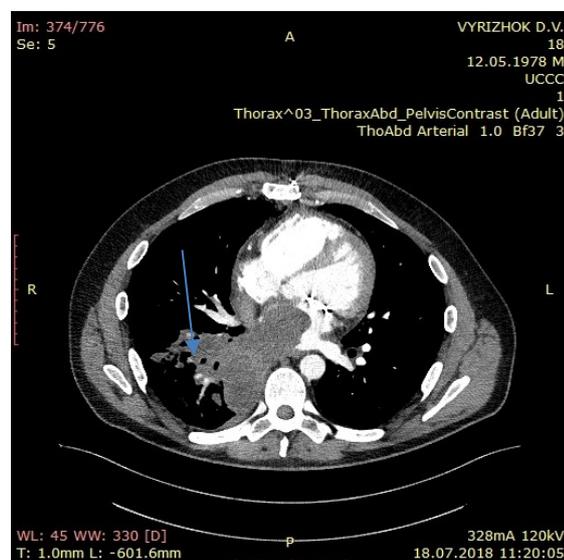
КТ-зображення рецидиву ангіосаркомиЛП
